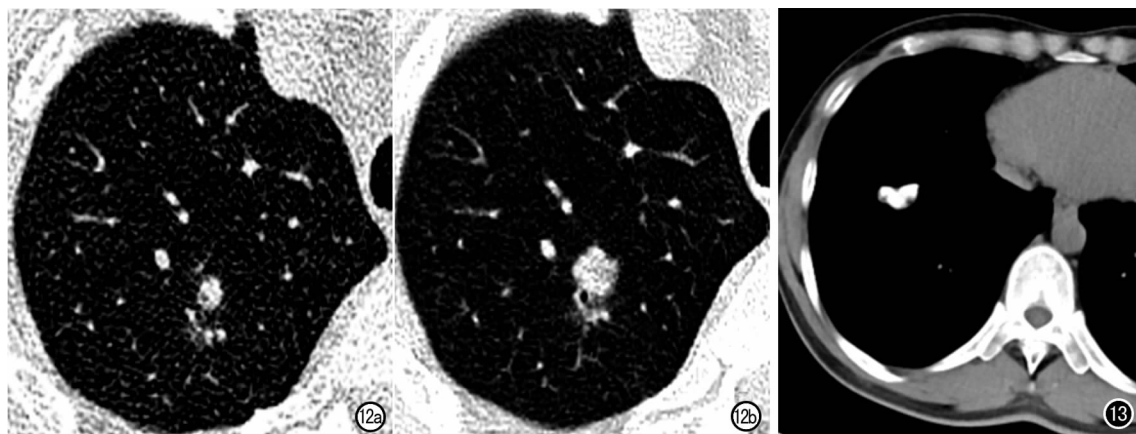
男, 54 岁, 腺癌。a) CT 示右肺上叶实性结节, 大小 7.7 mm×6.4 mm, 归为 3 级; b) 1 年后复查示结节大小 11.0 mm×11.0 mm, 倍增时间为 146 天, 归为 4C 级。 图 13 CT 示右肺下叶结节大小约 22 mm×18.0 mm, 内部有粗大钙化, 归为 2 级。
